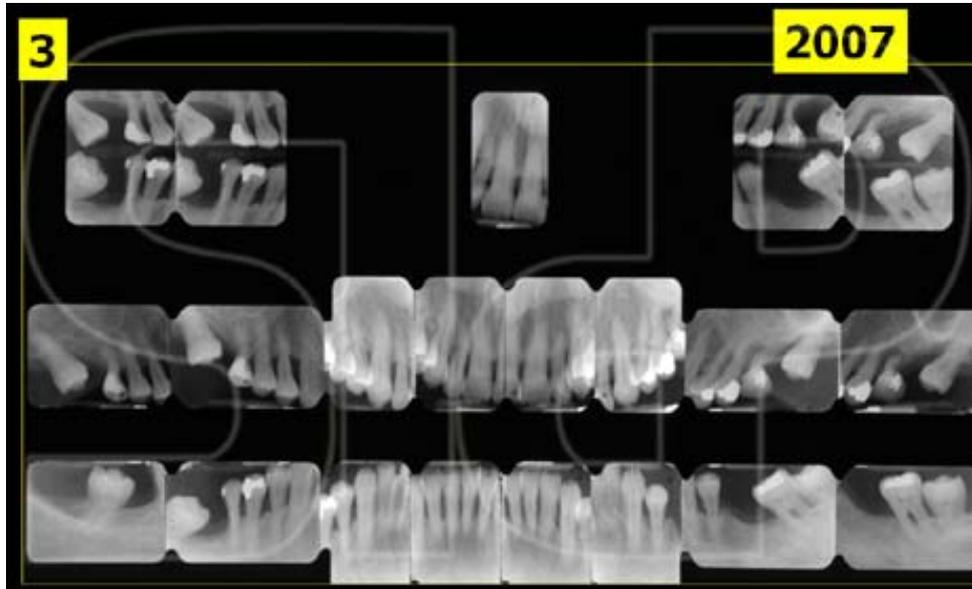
Situazione radiografica dopo 14 anni. Sugli elementi 16 26 e 46 durante la terapia causale è stata eseguita amputazione radicolare per rendere più agibili le manovre di igiene orale.
